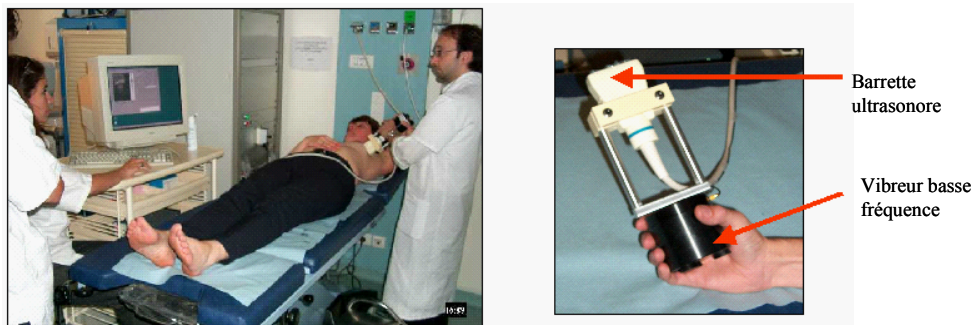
Exemple de prototype de sonde réalisée au LOA, utilisée pour le dépistage du cancer du sein par élastographie. La sonde échographique conventionnelle est montée sur un système vibrant à basse fréquence pour générer une onde de cisaillement dans les tissus. L'imagerie d'élasticité des tissus peut être réalisé en même temps qu'un examen échographique classique.
